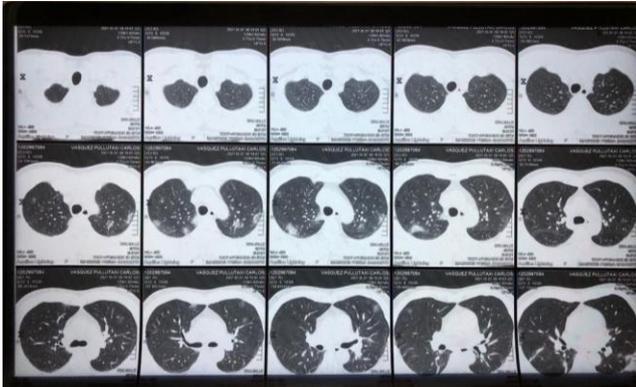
TAC simple de Tórax, en donde se evidencia la presencia de varias opacidades y zonas de condensación difusas en ambos campos pulmonares.
